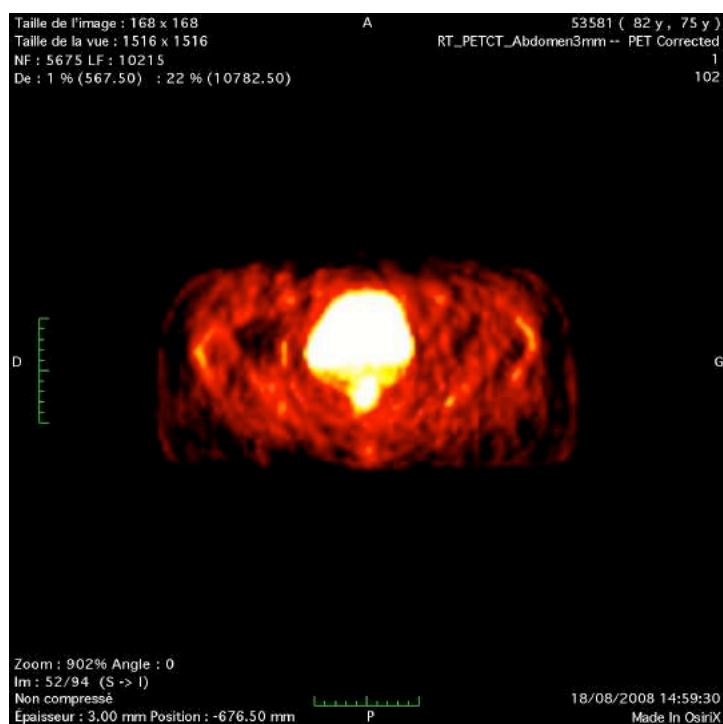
Image médicale du PET-scan.
